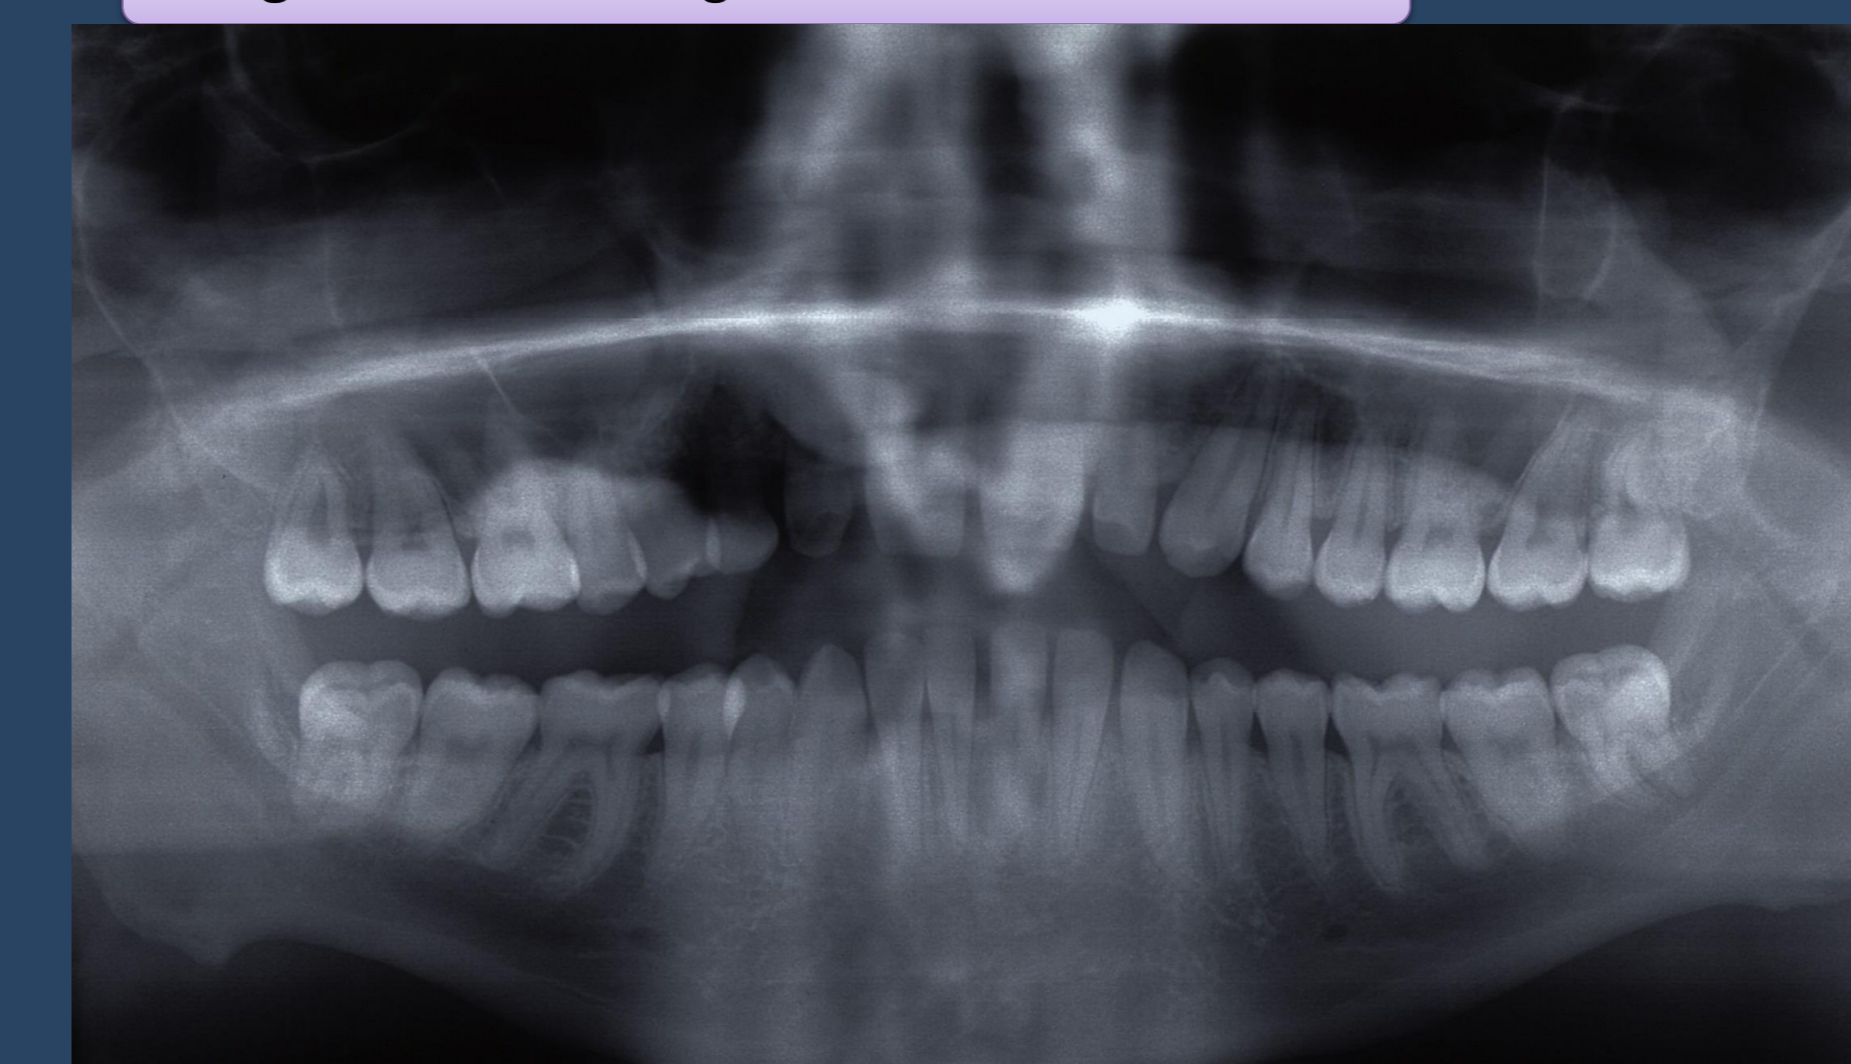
Ortopantomografia final
